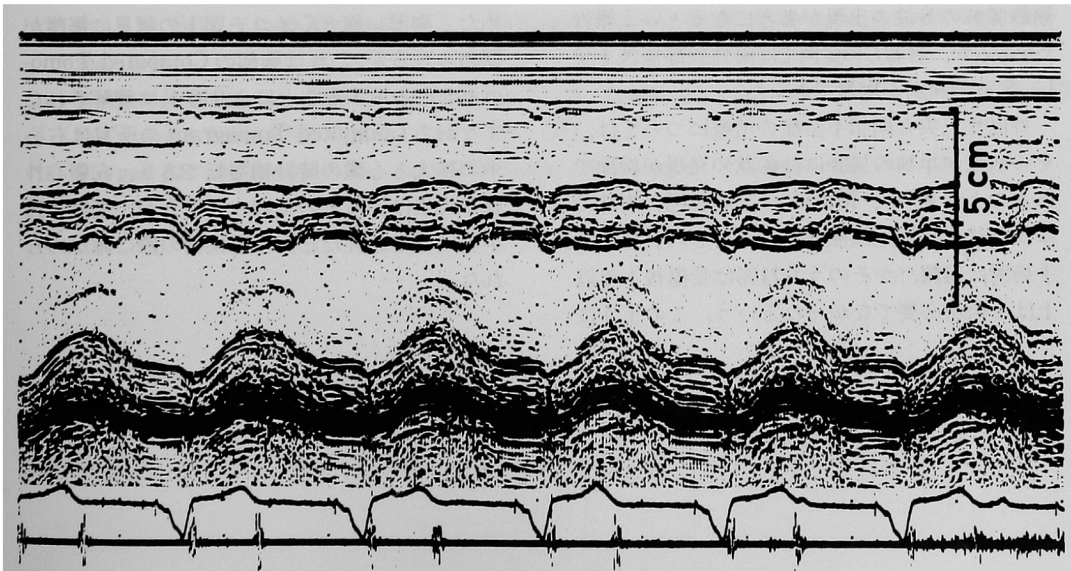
術後約2ヵ月しての左室方向の心エコー図。右室は術前に比して縮小している。またペースメーカーリズムのため心室中隔の早期収縮を認める。
